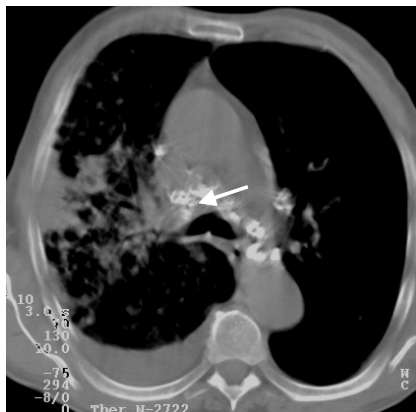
КТ на уровне бифуркации трахеи. Инфильтративный туберкулез верхней доли правого легкого. Обызвествленные лимфатические узлы средостения (стрелка)
